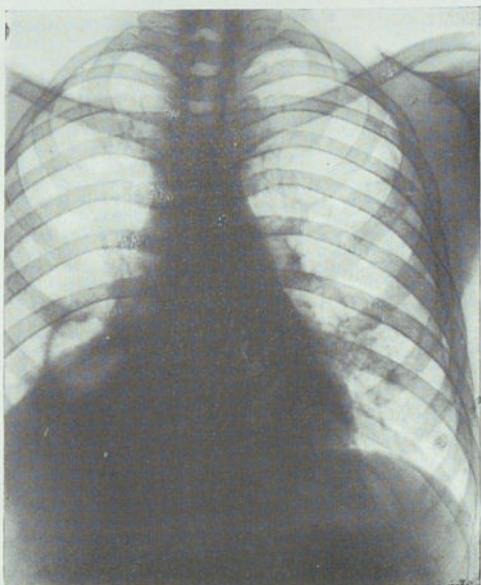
Radiografía del 2-IX-38. Después de la frenicectomía derecha. La caverna ha ascendido ligeramente y aparece rodeada de un halo atelectásico más denso. Ya no hay neumotorax en el lado izquierdo.
